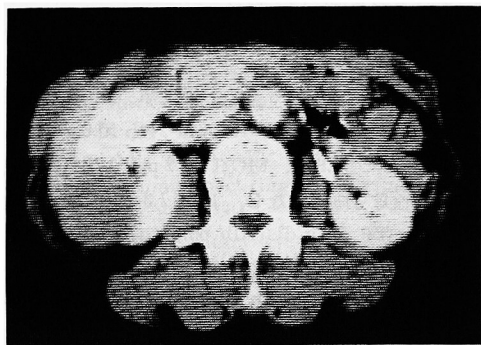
Enhanced CT show solid low density area that margin is clear and round in right kidney.
